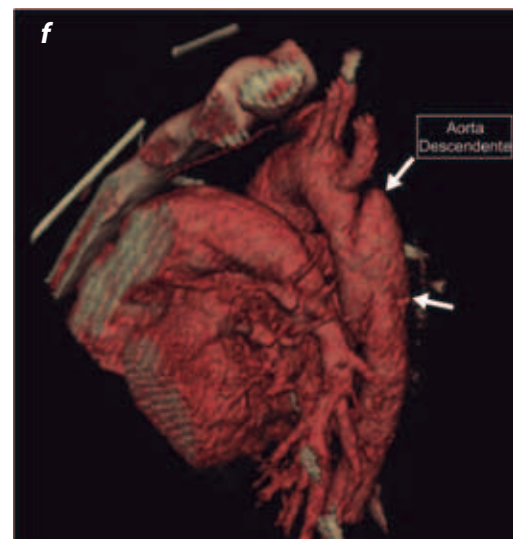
Tomografía computarizada de tórax con medio de contraste endovenoso. Reconstrucción volumétrica que muestra la localización y extensión del pseudoaneurisma (flechas).
